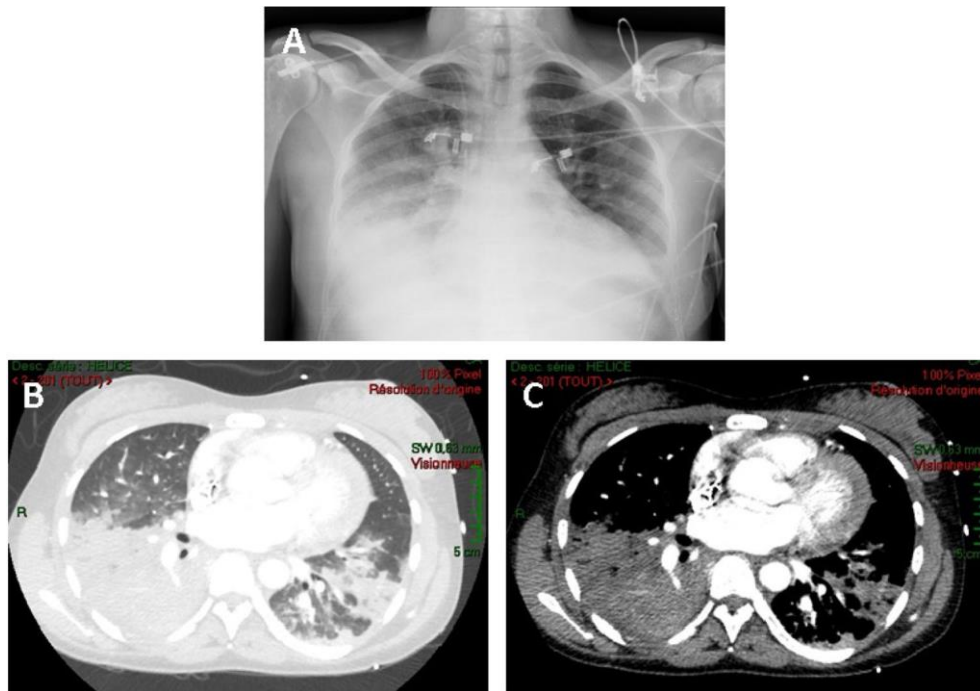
Radiographie et images tomographiques évocatrices du STA. A : opacités homogènes bi-basales pré-dominant à droite sur la radiographie ; B : images alvéolaires[15] des deux lobes inférieurs associées à du verre dépoli ; C : noter l'aspect de condensation du lobe inférieur droit avec « hépatisation » du poumon[17]
